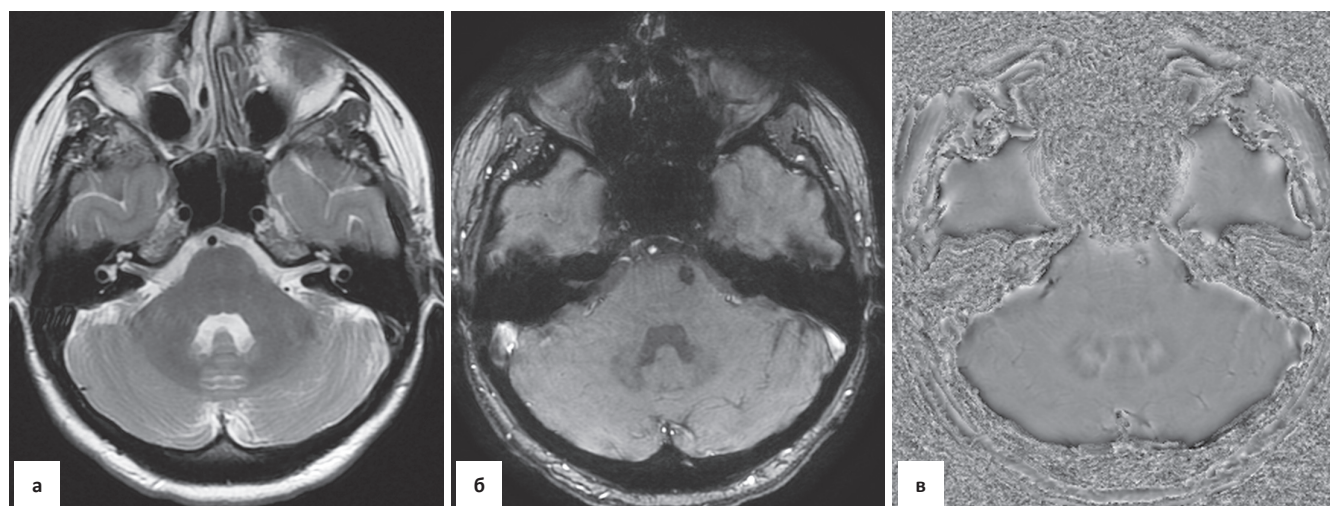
Телангиоэктазия моста. МРТ в режимах T_2 (а), SWAN (б, в). В фазовом изображении SWAN (в) определяется участок неоднородного МР-сигнала от левых отделов моста, который лучше выявляется в виде очага гипоинтенсивности при амплитудном изображении (б)
